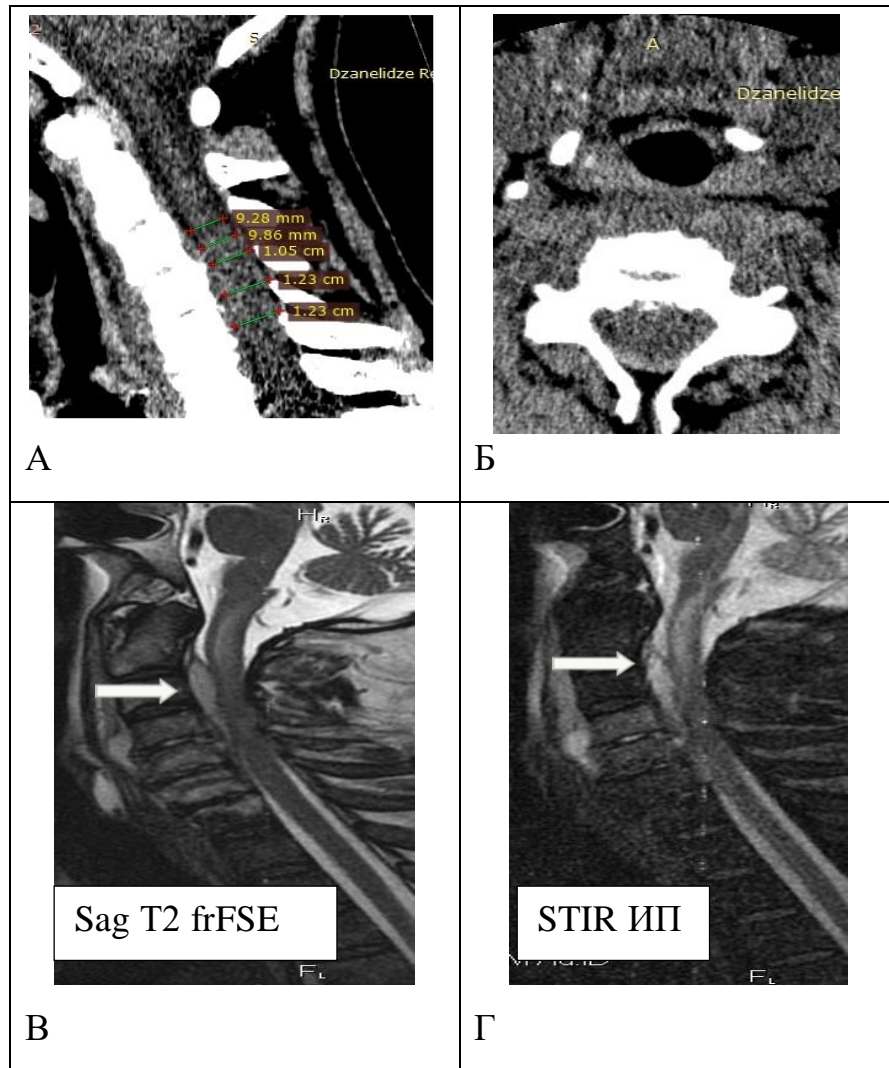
МСКТ и МРТ визуализация признаков отека (вздутия) спинного мозга и миелопатии
